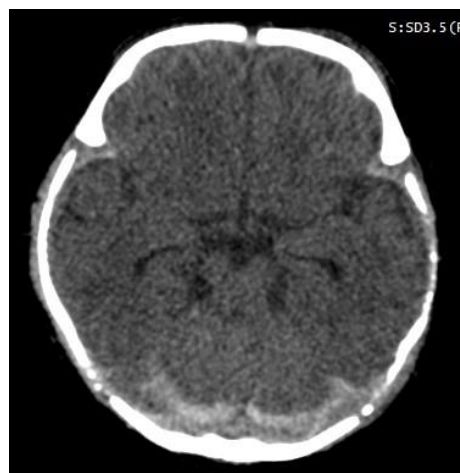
TDM cérébrale sans injection de produit de contraste, coupe axiale en fenêtre parenchymateuse : Hyperdensité spontanée des sillons corticaux, ainsi que des espaces sous duraux postérieurs, en rapport avec un hématome sous-dural et une hémorragie sous-arachnoïdienne associée.
